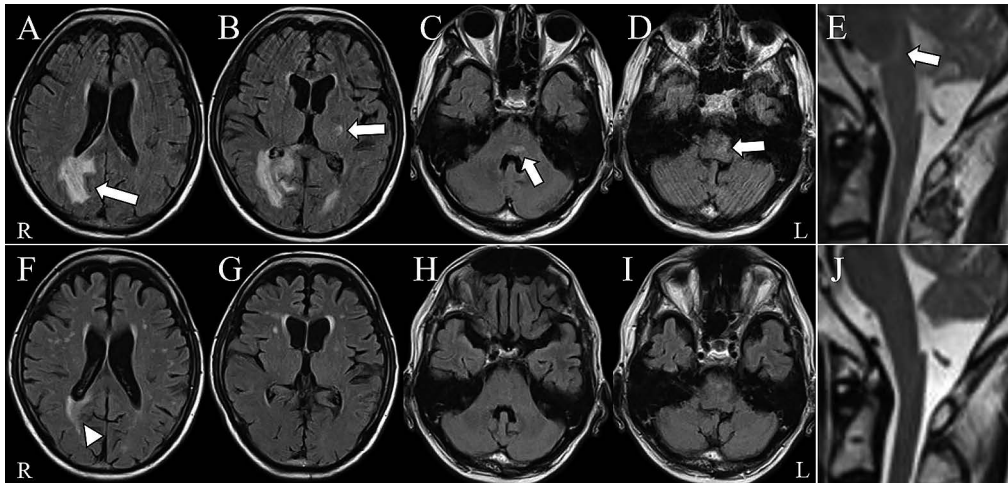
Brain MRI findings before and after treatment.
